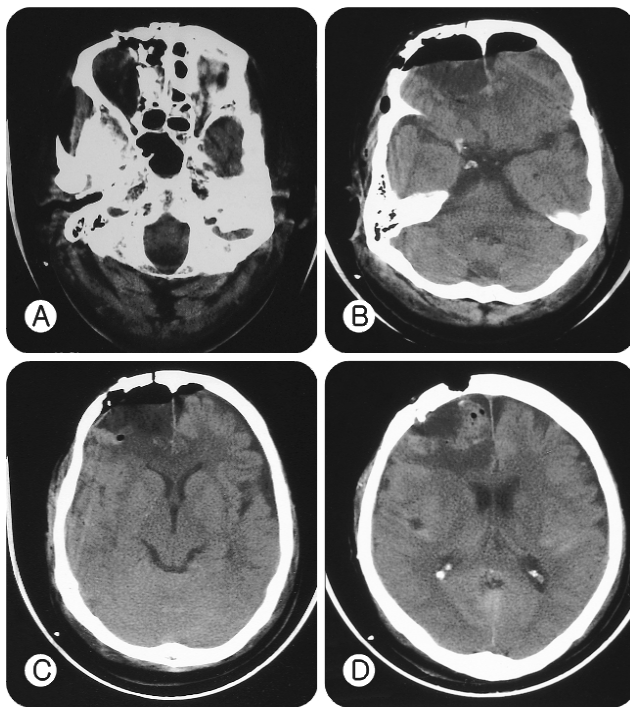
Postoperative cerebral axial CT scan showing a pneumocephalus and cerebral edema on the right frontal lobe.
